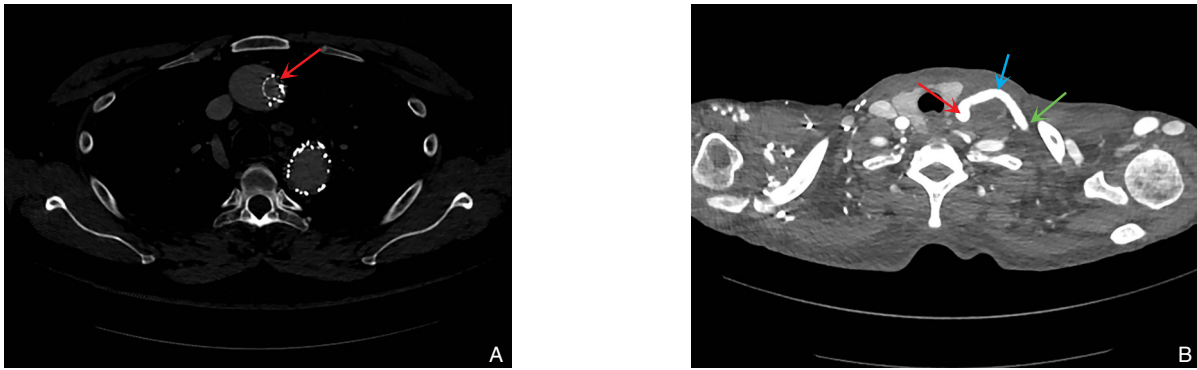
代表性CT图像 A: TEVAR近端“日偏食样”结构(红色箭头); B: 术后随访显示LCCA-LSA人工血管转流术后后流畅通(红色箭头指示LCCA, 绿色箭头指示LSA, 蓝色箭头指示桥血管)
